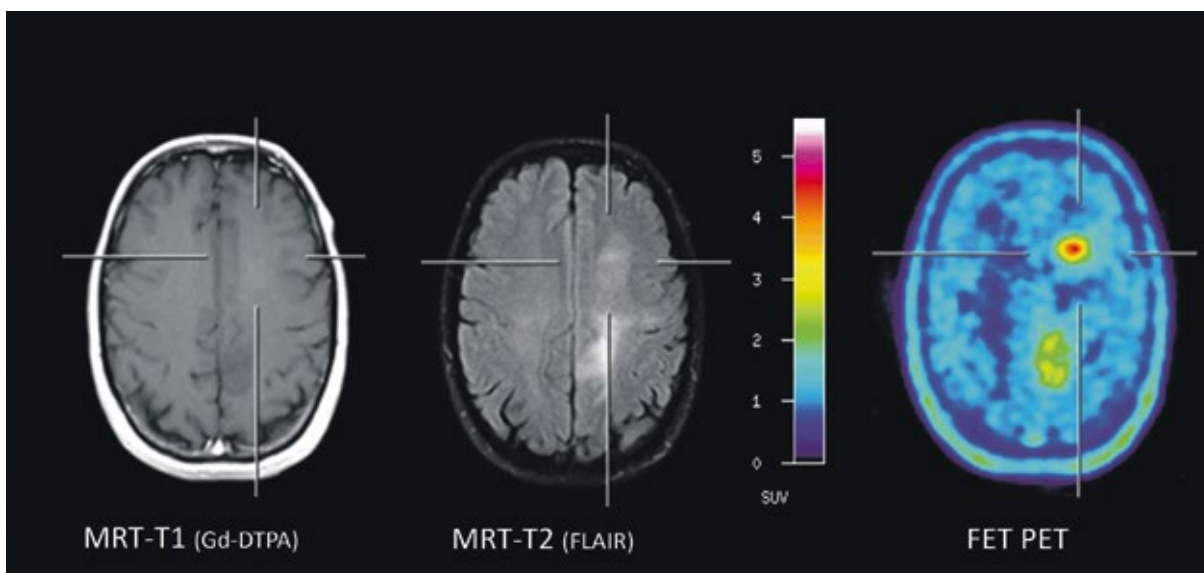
Identifikation eines optimalen Biopsieortes mittels FET PET bei einer unklaren Raumforderung ohne Kontrastmittelanreicherung und inhomogenen Hyperintensitäten in der konventionellen MRT
